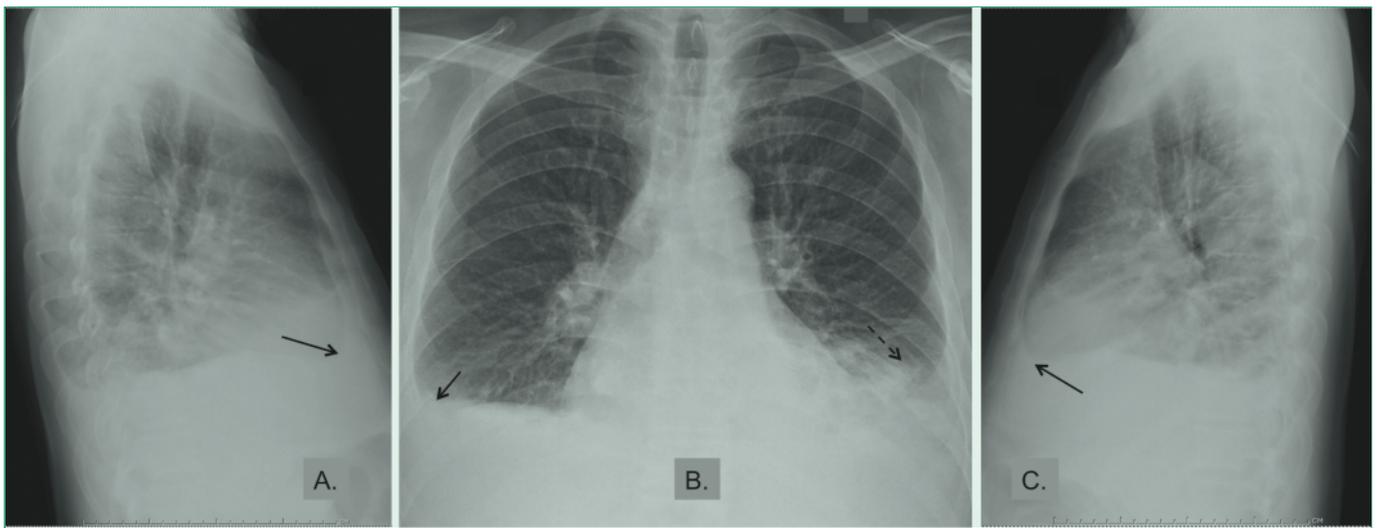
Chest X-ray of the patient at admission (described in text)
